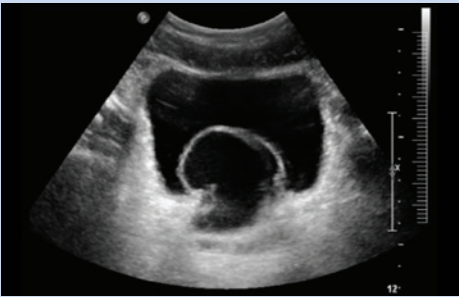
Трансбрюшное УЗИ пациента
